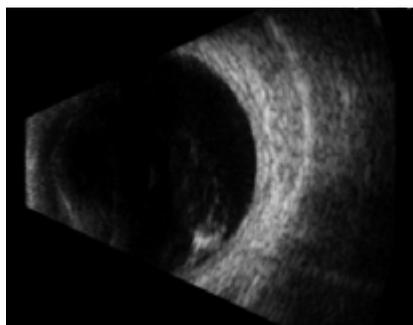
nueva ecografía con signos compatibles con endoftalmítis (ecos de tipo puntiforme y membrana de mediana reflectividad con moderados postmovimientos).
